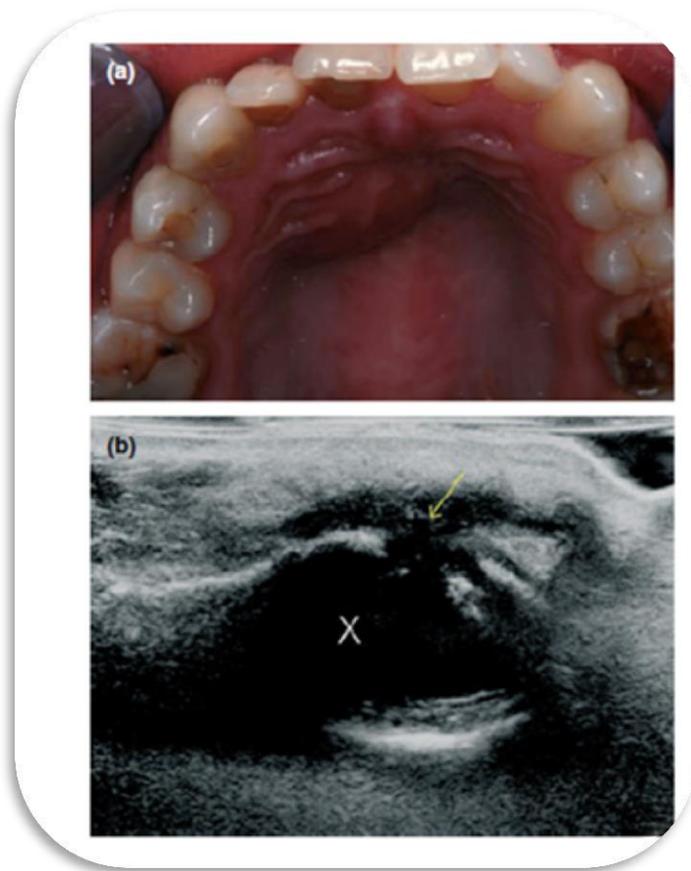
(a) Vista palatina de un paciente con 20 mm hinchazón de diámetro. (b) la imagen de ultrasonido muestra en la parte superior en la región de los incisivos maxilares, una perforación de la placa cortical labial (flecha amarilla) y una hipoecoica región (oscuro) (marcado 'X') que representa la hinchazón del paladar <sup>(17)</sup>.
